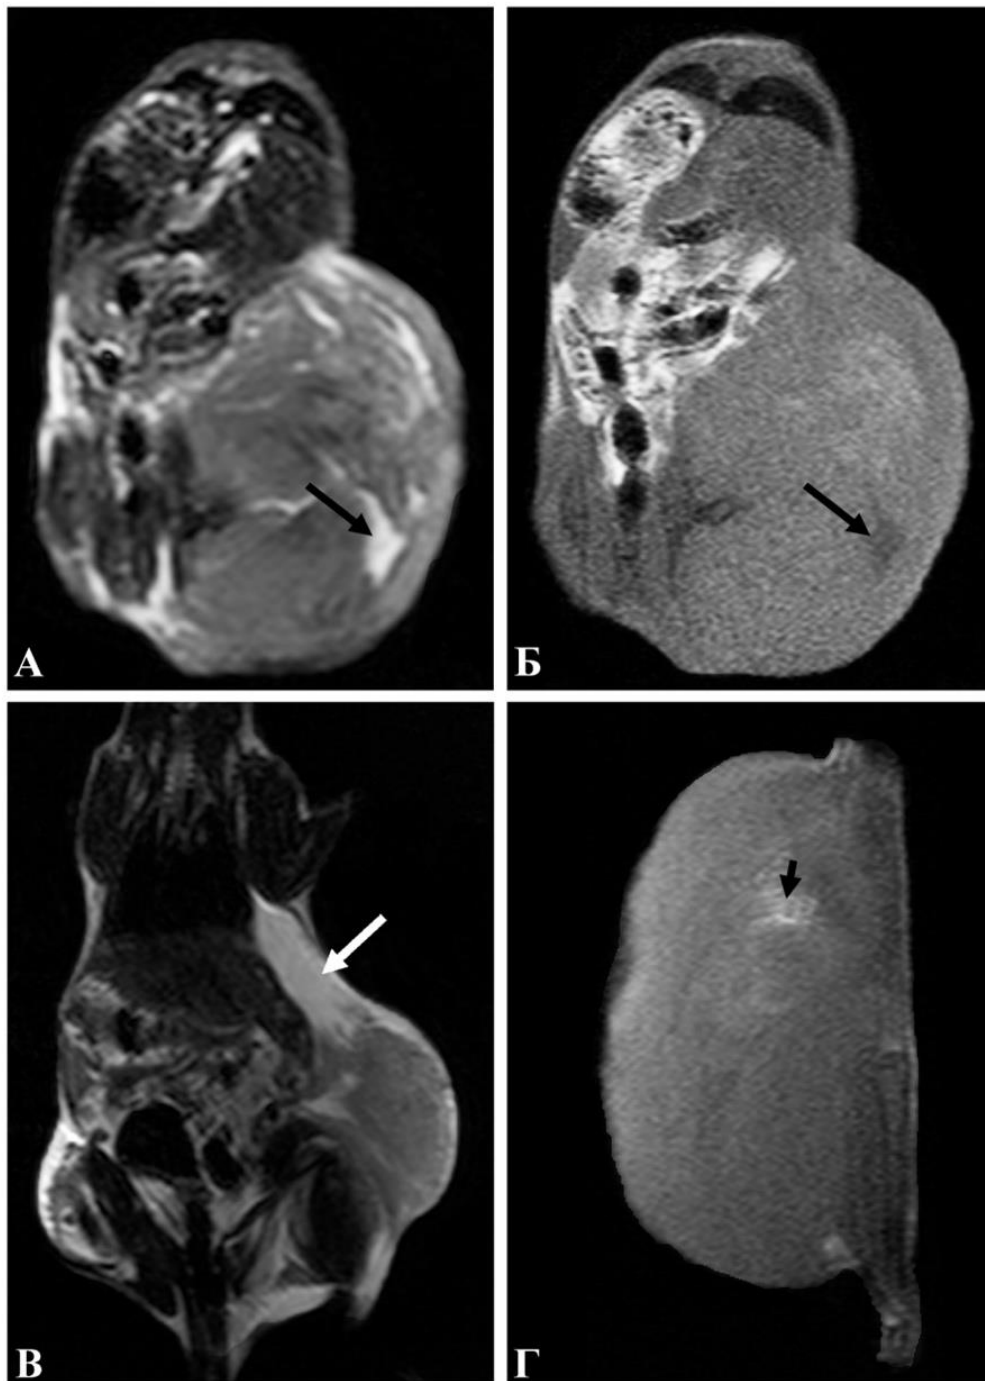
Типові приклади якісних характеристик карциносаркоми Уокер-256 на МРТ-зображеннях тварин-пухлиноносіїв. T₂-зважене зображення (корональні зрізи (А, В), T₁-зважене зображення (корональний (Б) та сагітальний (Г) зріз): некротичні зміни – довгі чорні стрілки; перитуморальний набряк – довга біла стрілка; геморагії – коротка чорна стрілка.
